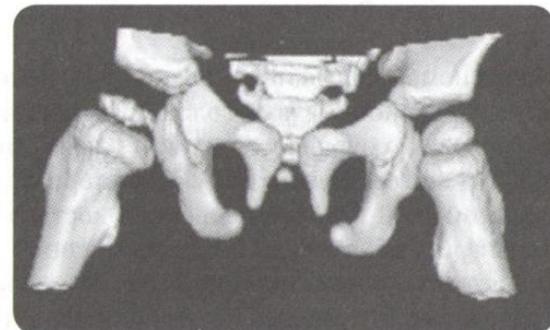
Компьютерная томограмма болезни Пертеса справа. Трехмерная реконструкция изображения
